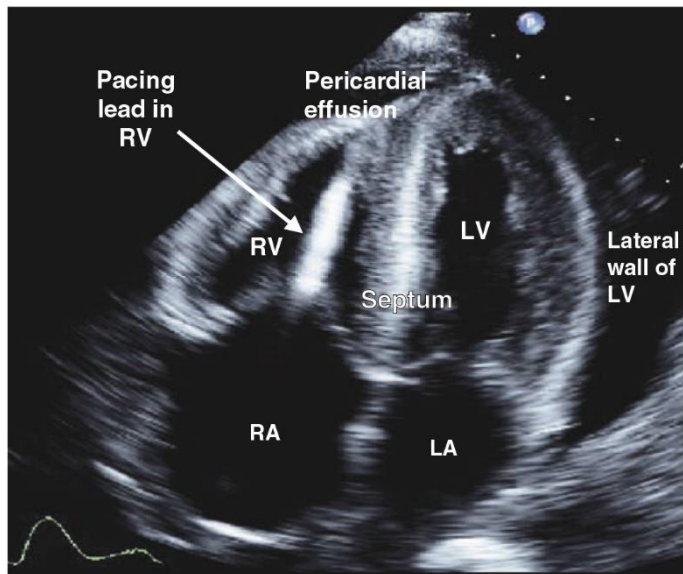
Restrictive cardiomyopathy—amyloidosis. Echocardiogram showing thickened walls of both ventricles without major chamber dilation. The atria are markedly dilated, consistent with chronically elevated ventricular filling pressures. In this example, there is a characteristic hyperrefractile “glittering” of the myocardium typical of amyloid infiltration, which is a nonspecific finding with contemporary echocardiography. The mitral and tricuspid valves are thickened. A pacing lead is visible in the right ventricle (RV), and a pericardial effusion is evident. Note that the echocardiographic and pathologic images are vertically opposite, such that the left ventricle (LV) is by convention on the top right in the echocardiographic image and bottom right in the pathologic images. LA, left atrium; RA, right atrium. (Image courtesy of Justina Wu, MD, Brigham and Women’s Hospital, Boston.)
